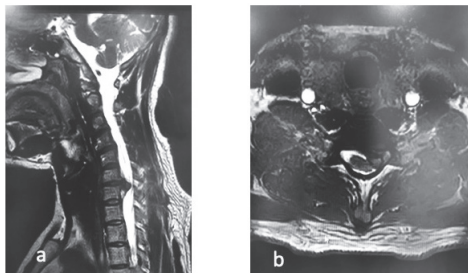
Preoperative MRI T2WI showed huge herniated disc reached lamina on the left side at C6/7.
